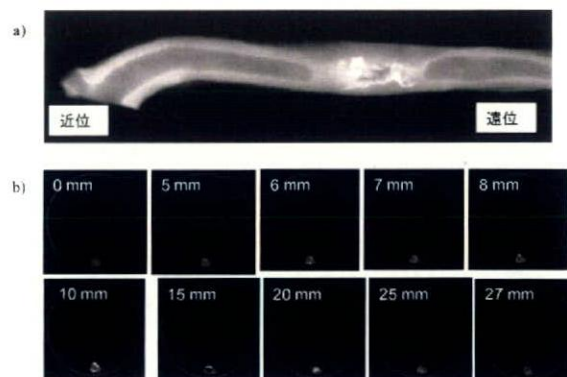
移植12ヵ月後の脱エラスチン血管の抽出時における血管断面のX線画像(2例目). 縦断面(a)および横断面像(b). 数値は近位側のグラフト閉塞部からの距離。矢印は石灰化部分を示す。
